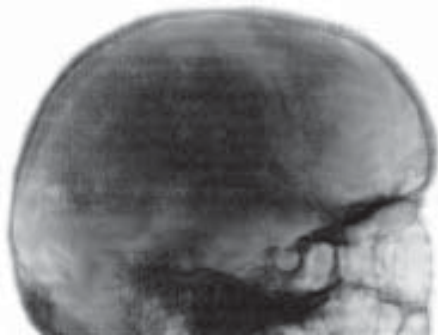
Оглядова рентгенограма черепа. Турецьке сідло звичайної форми і величини.
